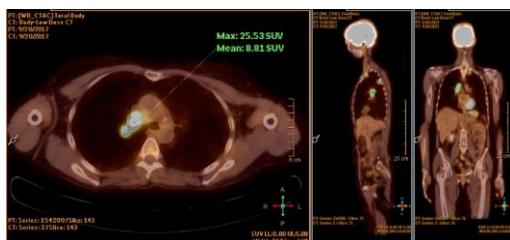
Tomografia por Emissão de Positrões (PET): Adenopatias mediastínicas e do hilo pulmonar direito; lombo-aórticas de captação ligeira; mesentéricas de captação moderada; gânglios ilíacos externos bilaterais de captação ligeira (de valorização duvidosa).
